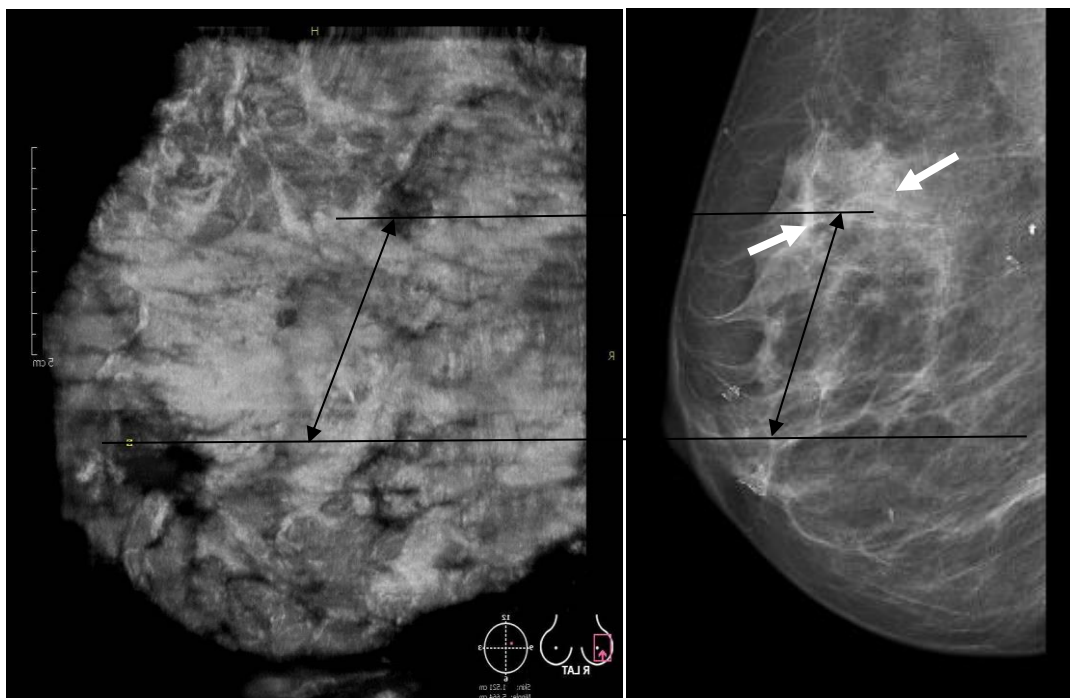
Локальный фибросклероз левой молочной железы: Режим сопоставления сонотограммы (медιο-латеральный срез) и рентгеновской маммограммы (боковая проекция). Определяется гипозоногенный участок перестройки структуры с нечеткими неровными контурами, без симптома ретракции по периферии.
